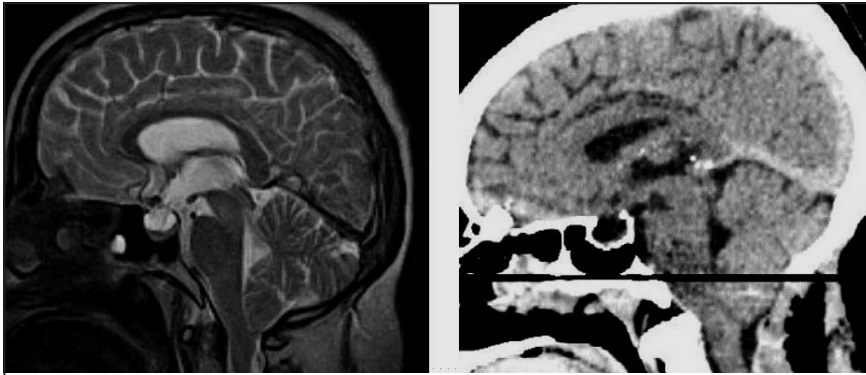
Imagen a la RMN, caso3 - Preoperatorio(izq) y postoperatorio(der).
